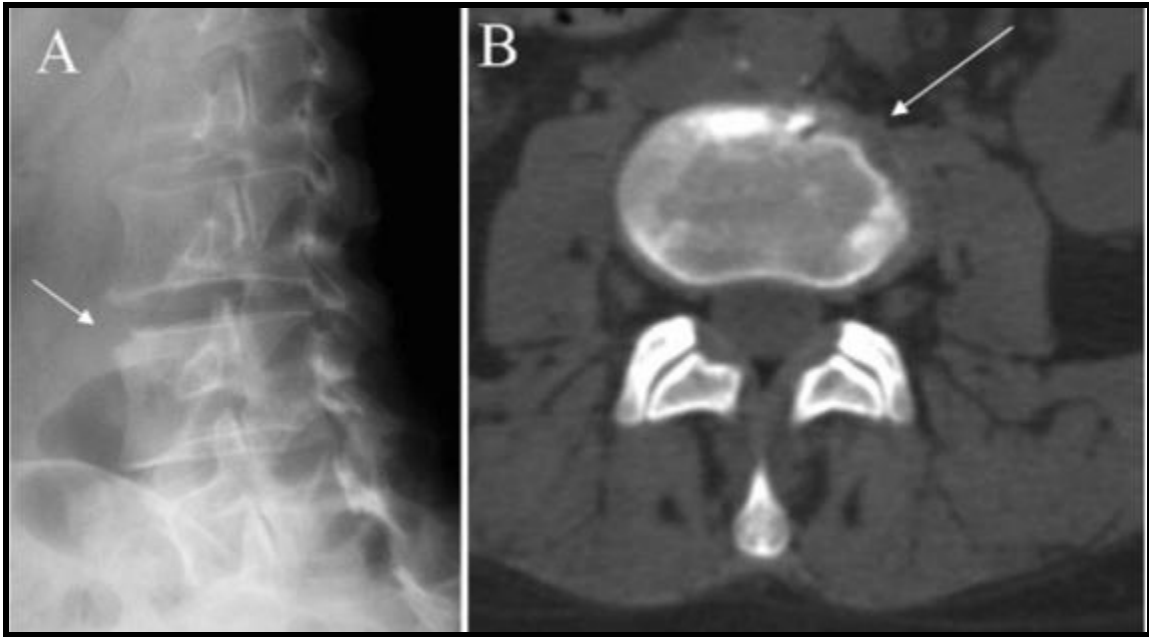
Hallazgos radiológicos en radiografía oblicua (A) y TAC con lesión característica en esquina anterolateral del cuerpo vertebral (B). Fuente: Rivas-Garcia, A, et al., 2013.
